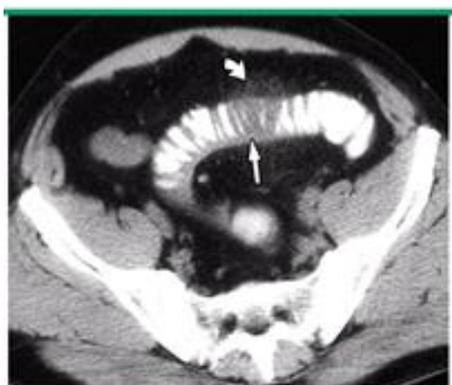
Diverticulite aguda do colón sigmoide, TC mostrando espessamento inflamatório da parede. Fonte: uptodate.com
